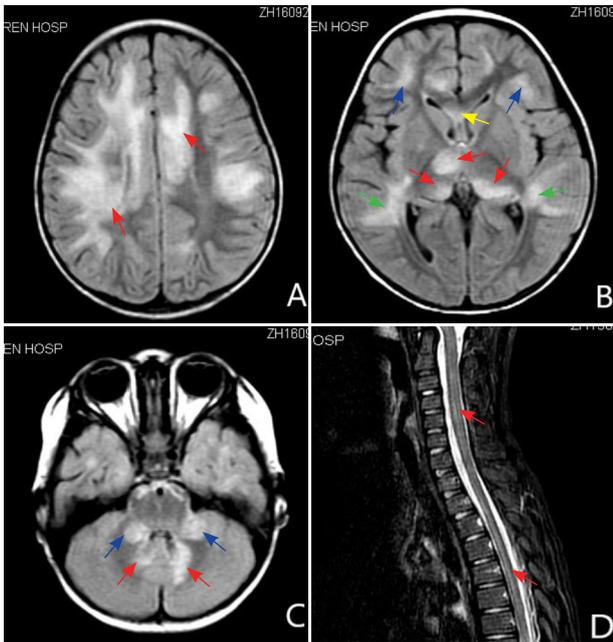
ADEM 患儿脑 / 脊髓 MRI 图像 A: 脑 MRI, FLAIR 相显示双侧半卵圆中心大片状异常信号 (红色箭头所示); B: 脑 MRI, FLAIR 相显示双侧丘脑 (红色箭头)、额叶皮层下白质 (蓝色箭头)、脑室旁深部白质 (绿色箭头)、胼胝体 (黄色箭头) 异常信号; C: 脑 MRI, FLAIR 相显示双侧小脑半球 (红色箭头) 及小脑中脚 (蓝色箭头) 异常信号; D: 脊髓 MRI, T2 相显示颈胸段脊髓长节段异常信号 (红色箭头)。
